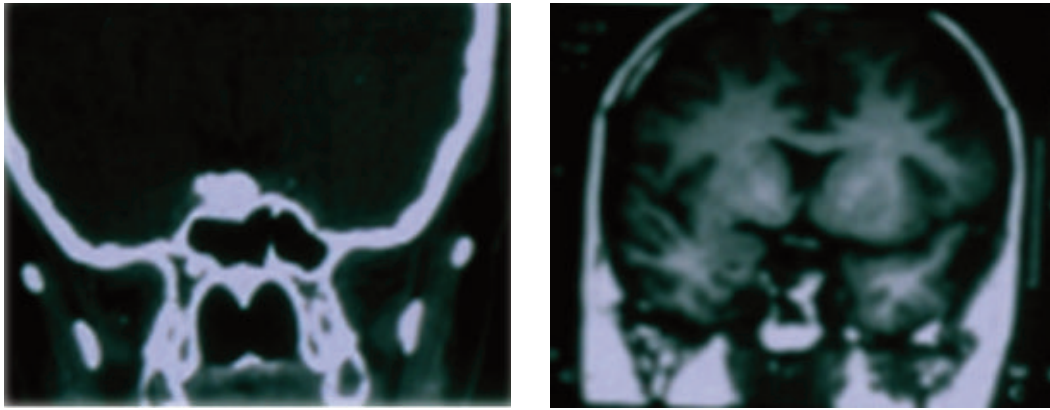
TDM en coupe coronale : image calcique avec dépression du plancher sellaire à droite
